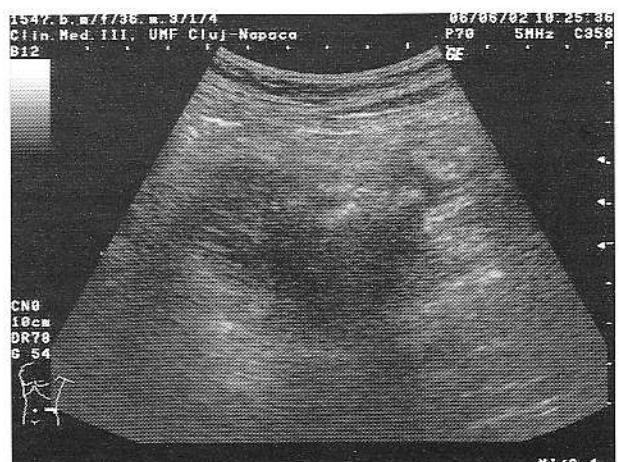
Hidrosonografie - colecție localizată extracolonică care comunică cu lumenul colonului descendant.
